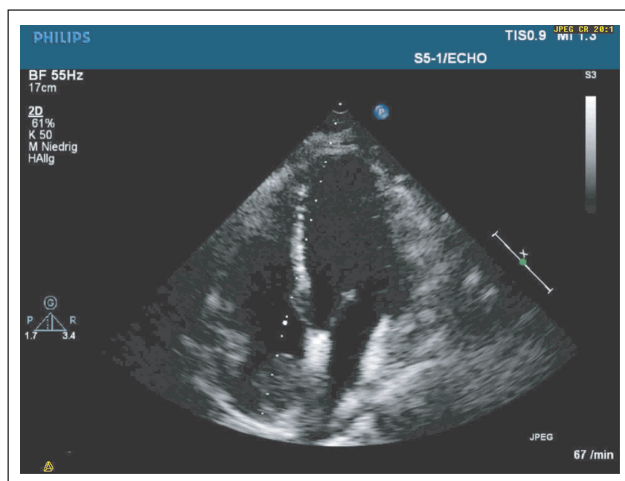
Transthorakale Echokardiographie: Apikaler 4-Kammerblick mit Raumforderung im rechten Atrium.
